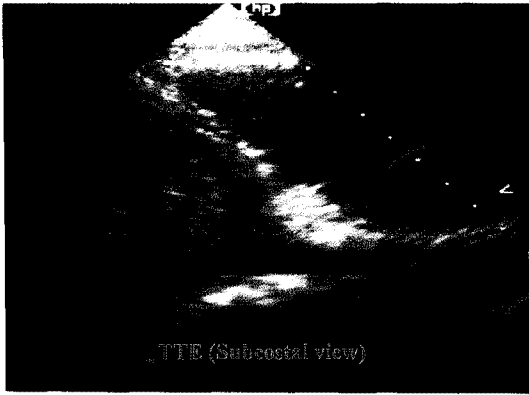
Transthoracic Echocardiography (subcostal view) demonstrates anomalous pulmonary venous return to inferior vena cava (IVC).
